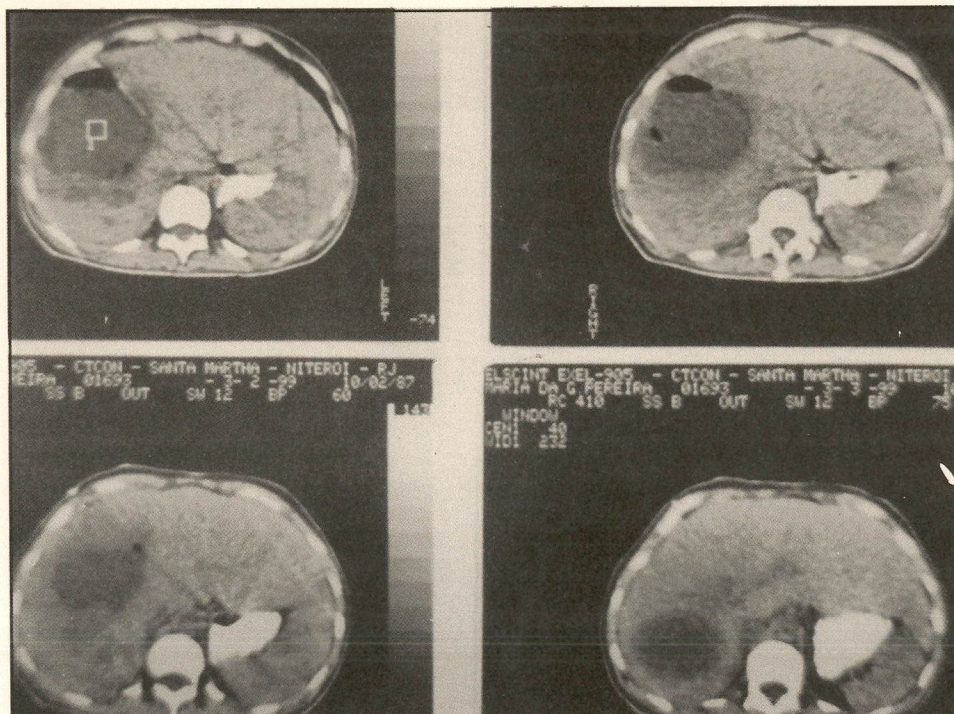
CT pós QTia evidenciando coalescência das lesões e formação do abscesso por necrose tumoral.
